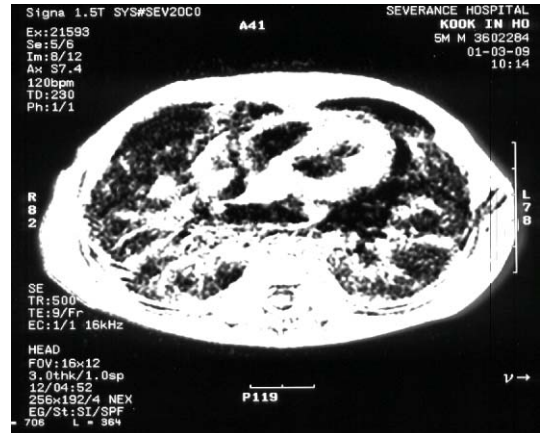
증례 3: 출생 후 흉부 CT 검사.
